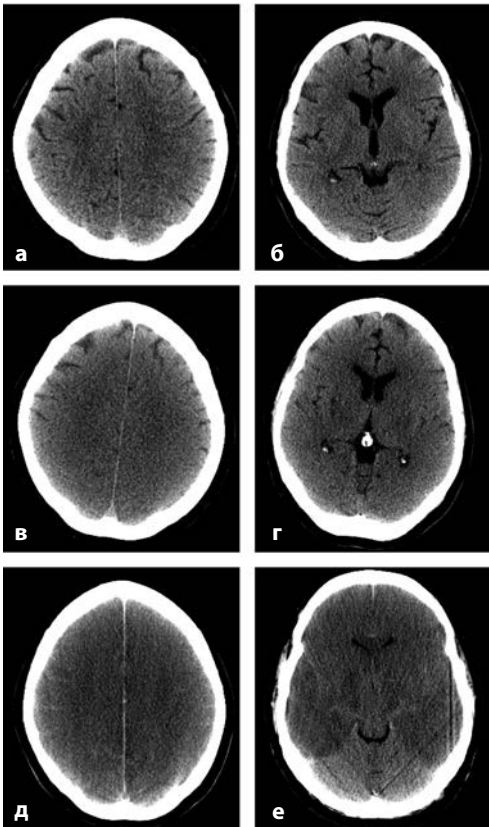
Рисунок Б-4-2 Гипоксическое повреждение мозга в динамике. а и б) первый день после реанимации: КТ черепа без изменений; в и г) три дня после реанимации: начинают утрачиваться дифференцировка серого и белого вещества и разграничение стволовых ганглиев; д и е) 14 дней после реанимации: полная потеря дифференцировки серого и белого вещества, утратившие контуры стволовые ганглии, генерализованный отек мозга (обратите внимание на узкие желудочки), выраженное уменьшение плотности мозга на фоне отека или колликативного некроза с увеличением жидкостного содержимого мозга.
